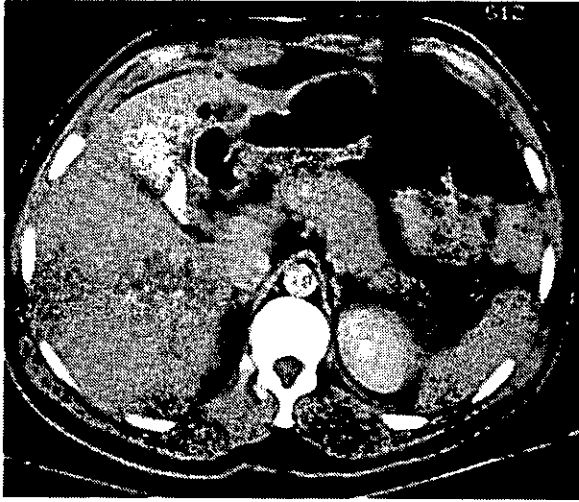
Corte axial de TC contrastada en la que se observa páncreas de forma, tamaño y situación normal, de bordes regulares con parénquima homogéneo. Pancreatitis tipo "A"
